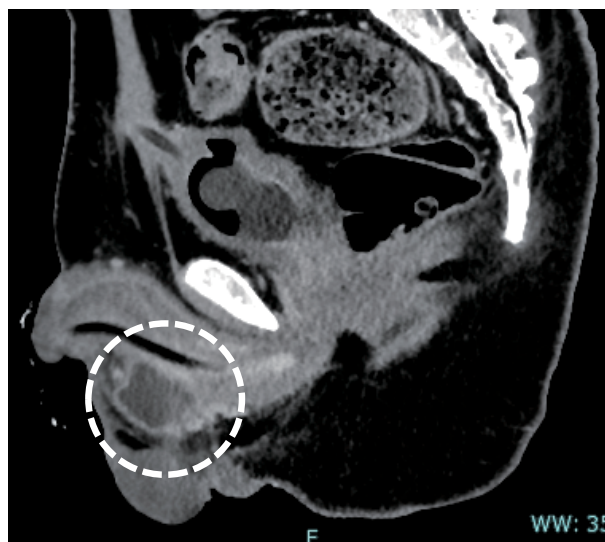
Findings of contrast-enhanced CT
